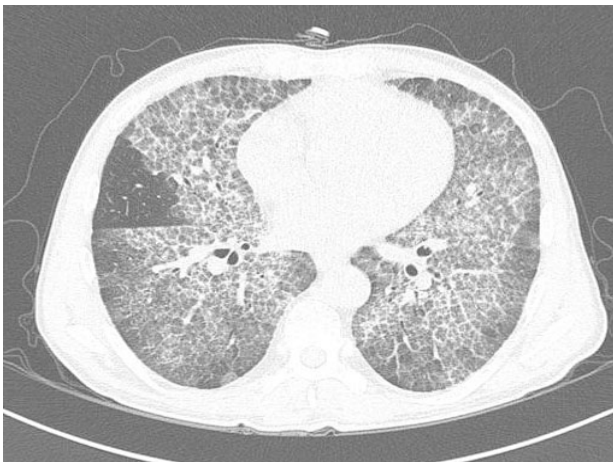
HRCT revealed worsening of pulmonary alveolar proteinosis, regardless of the improvement in membranous glomerulonephritis.
